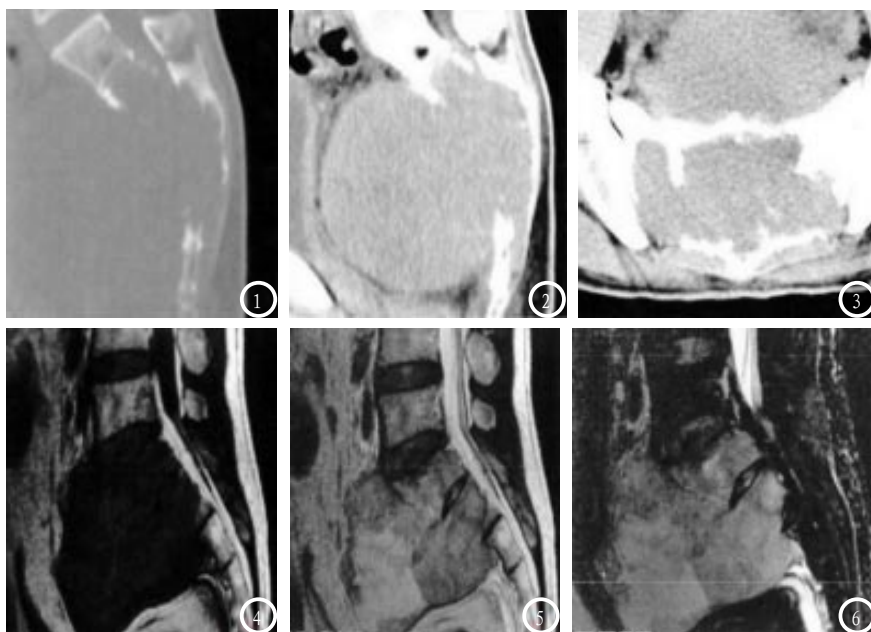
3为骨巨细胞瘤，呈不规则、膨胀性骨质破坏，密度较均匀，边界清除，X线呈不规则或膨胀性骨质破坏，病灶内未见骨嵴、钙化影；骶骨处的CT显示膨胀性骨质破坏，颈椎CT处的CT显示枢椎椎体、齿状突见膨胀性骨质破坏并累及两侧，病灶向后突入椎管致脊髓受压。MRI表现为椎体膨胀性骨质破坏、变扁，T1WI表现为低或中等信号，T2WI呈等或稍高信号。图4-6表示脊索瘤患者，呈不规则溶骨性骨质破坏，其中1例伴有远大于椎体内病变范围的软组织包块。X线表现为不规则溶骨性骨质破坏，密度不均，边界不清，局部可见软组织肿块，肿块密度不均；MRI可见肿瘤边界清晰，T1WI上呈低或等信号，T2WI呈高或较高信号，T2WI上脂肪抑制呈高信号，其内信号不均。
